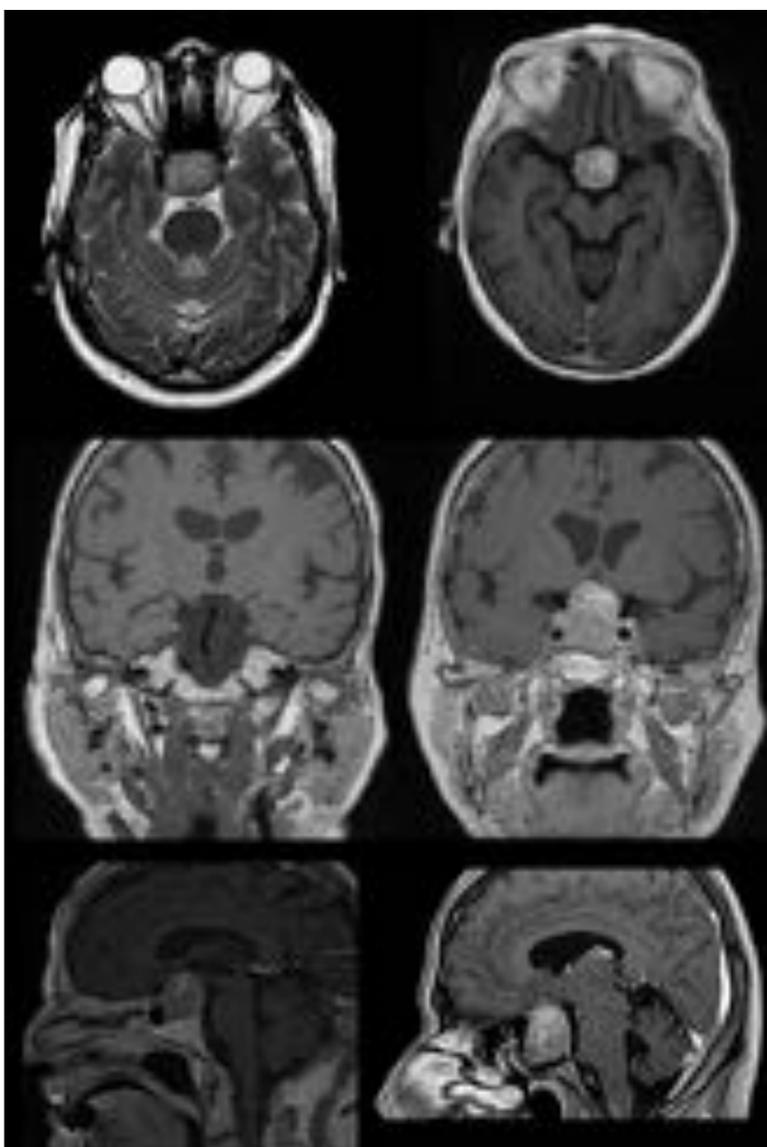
Macroadenomas hipofisarios por RM. En general son isointensos a la sustancia gris en secuencias ponderadas en T1 e hiperintensos en T2. Presenta realce homogéneo tras la administración de contraste a no ser que se observe hemorragia intratumoral o cambios necrótico-quísticos.
